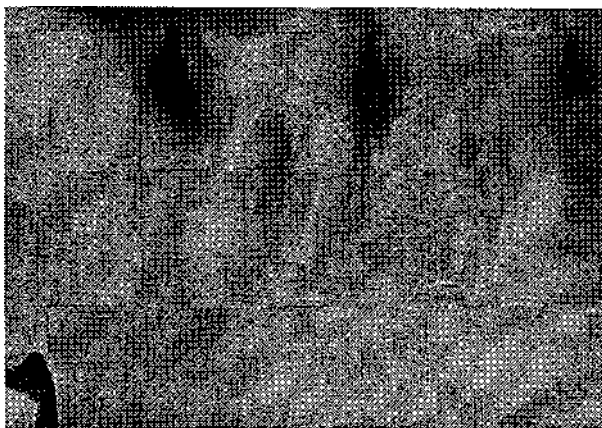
Рентгенограмма больной Б., 36 лет. Диагноз: хронический гранулематозный периодонтит 36, осложненный субпериостальной гранулемой, через месяц после операции.
